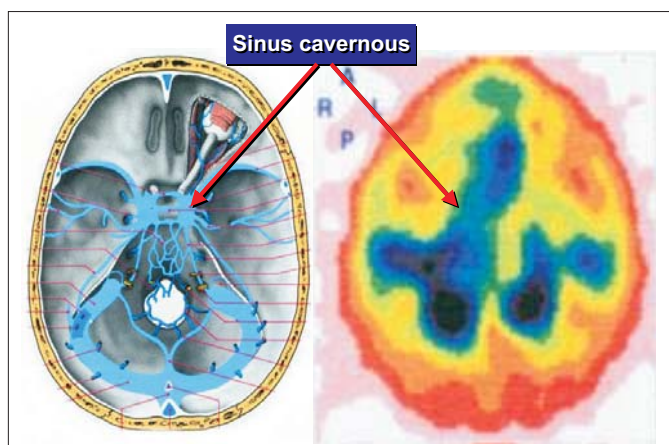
SPECT-Untersuchung mit Darstellung der Entzündung im Bereich des rechten Sinus cavernosus (rote Pfeile) als Ursache eines rechtsseitigen Clusterkopfschmerzes.
